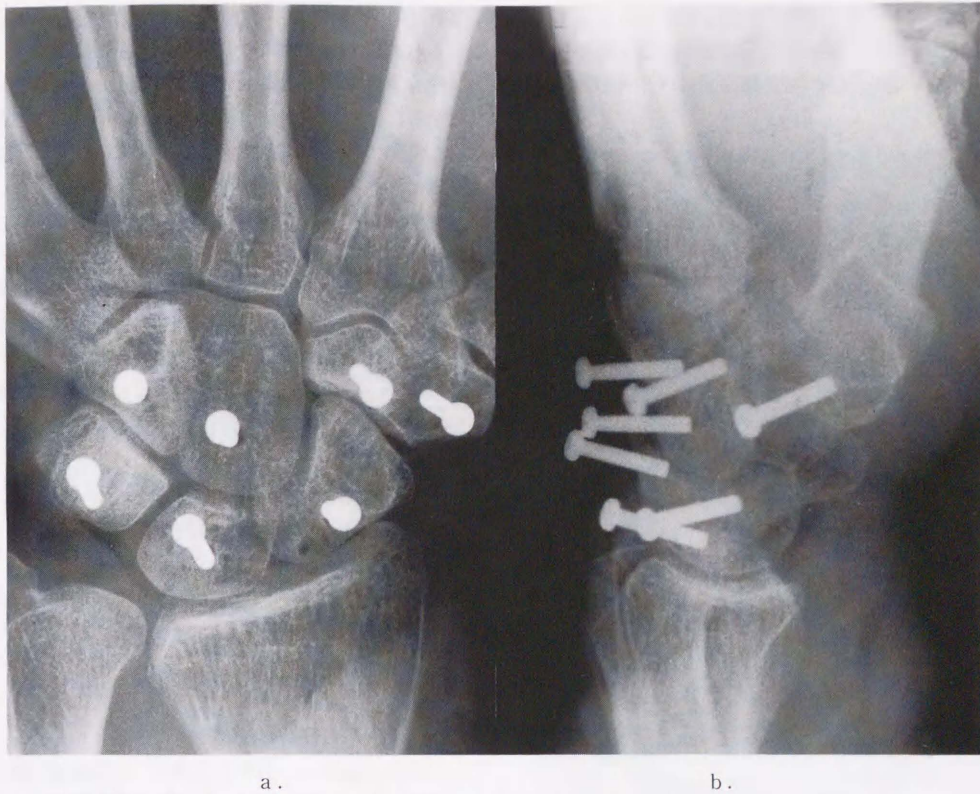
Roentgenogram after sting each screw to each carpal bone.
